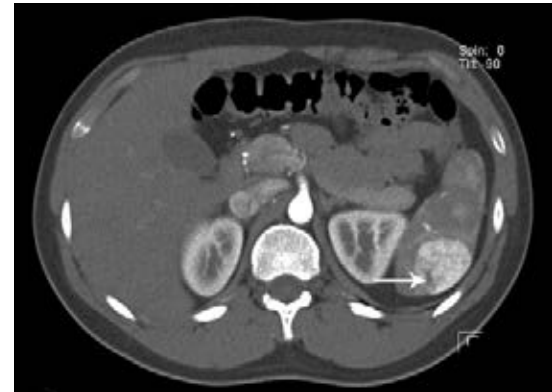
Tomografía axial computada, fase arterial: lesión con intenso realce en el bazo, con una zona periférica hipointensa (flecha) compatible con hemangioma esplénico.
